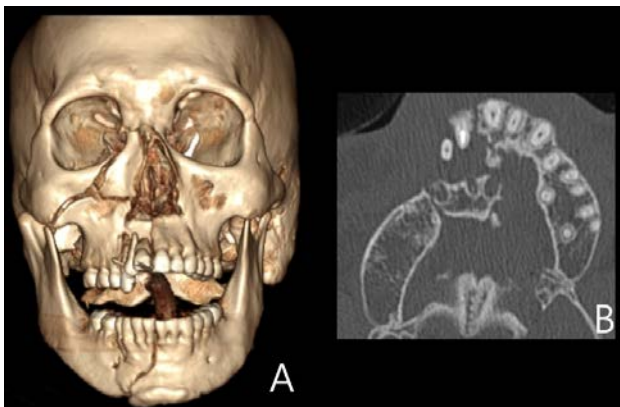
(A) 3D CT image of multiple maxillofacial injuries. Oral endotracheal tube was inserted. (B) Axial CT image of dislocated bone fragment.
